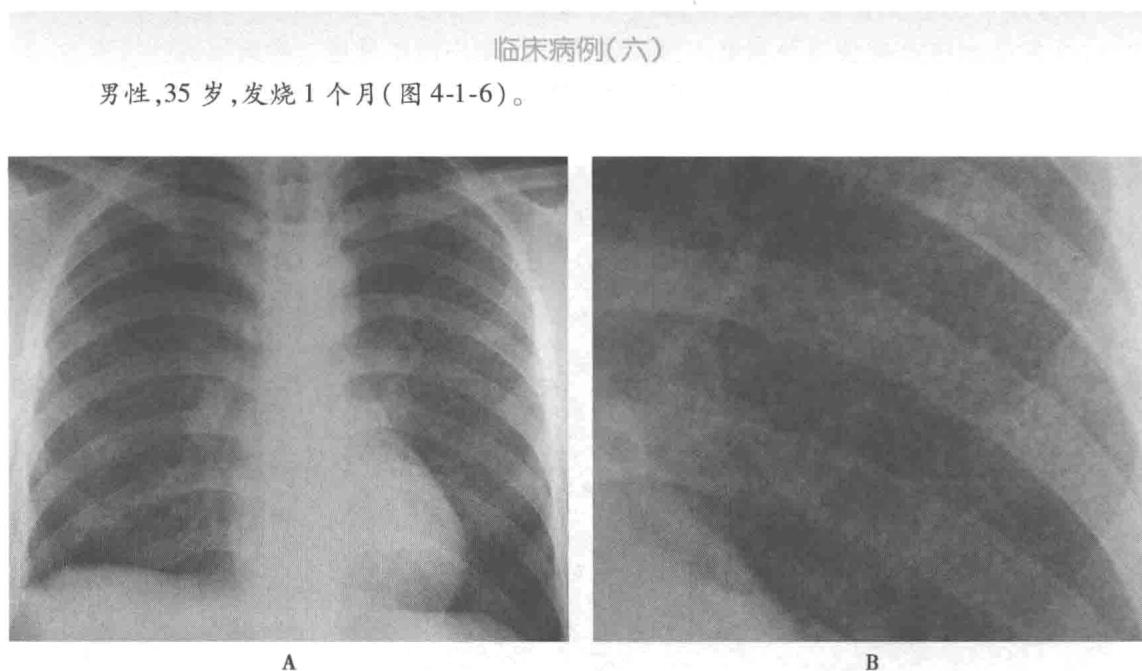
胸部正位平片(A)显示两肺弥漫密度增高,仔细观察可见弥漫分布细小点状阴影,直径1~2mm,病灶大小均匀、密度均匀、分布均匀,未见片状或肿块影,两肺门不大,纵隔心影未见异常,右肋膈角稍钝;左肺局部放大像(B)较清晰显示弥漫小点状阴影
